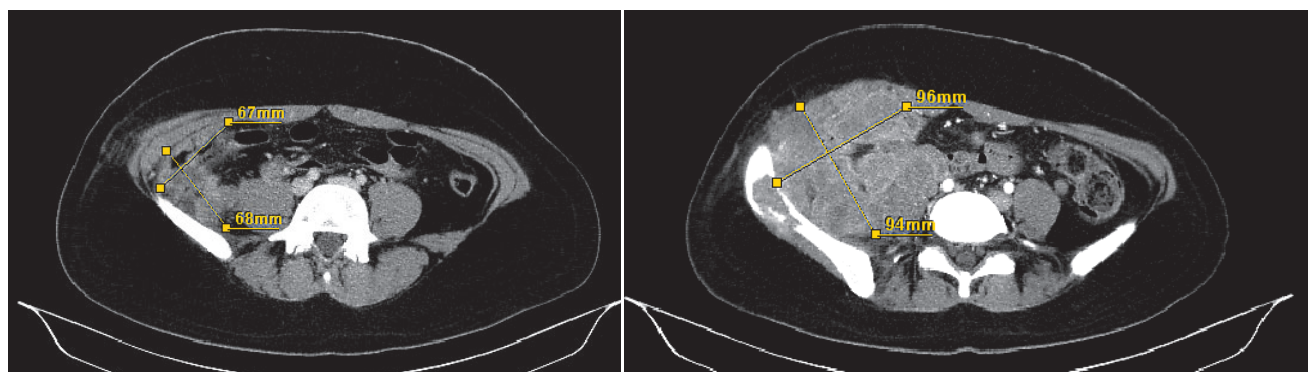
Компьютерная томография органов брюшной полости в динамике 15.03–28.05.2018 г.:
